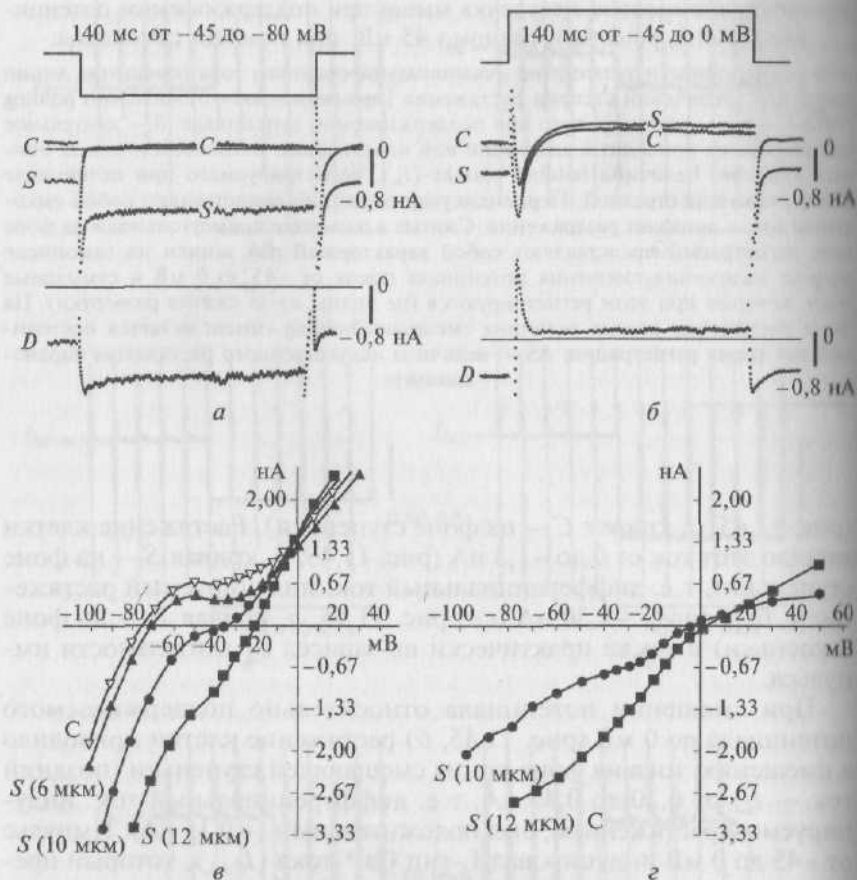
Модуляция базового мембранного тока под действием растяжения на 8 мкм изолированного кардиомиоцита желудочка морской свинки.  $K^+$ -ток не подавлен, т.е. и в перфузионном растворе, и в пипетке находятся  $K^+$ -катионы:
